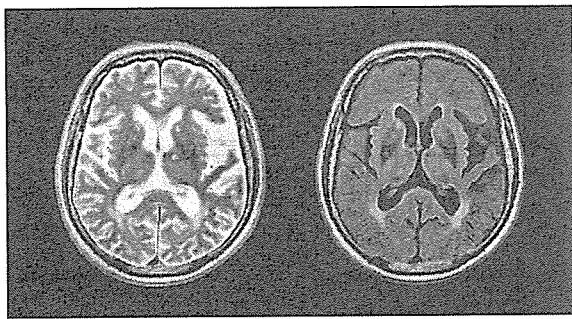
死亡後, 剖検前に施行した 3T-MRI. 軽度びまん性萎縮と, 基底核の小梗塞.
